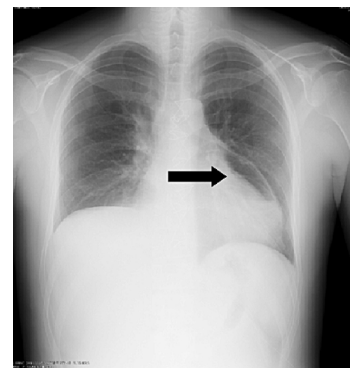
Radiografia del torace. La freccia indica la presenza di aria a livello del sacco pericardico.
